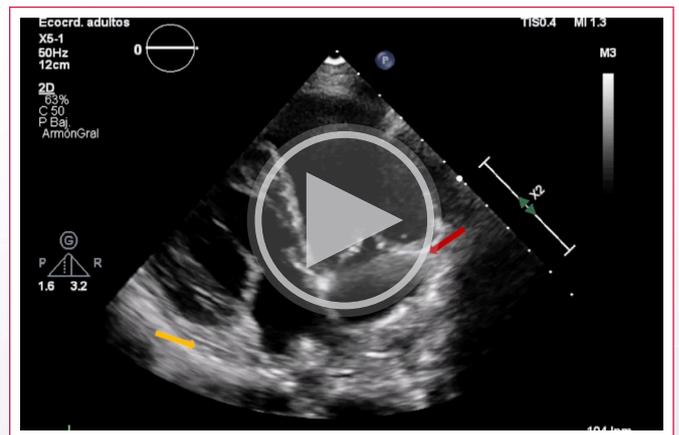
A: Ecocardiograma transesofágico; vista esofágica media de 4 cámaras a 0° enfocada a cavidades derechas. La flecha roja señala la orejuela de morfología derecha, base triangular, ancha y extensión de los músculos pectíneos hasta la válvula atrioventricular. B: Vista esofágica media de 2 cámaras a 80°. La flecha amarilla señala la imagen característica de la orejuela de morfología izquierda.
